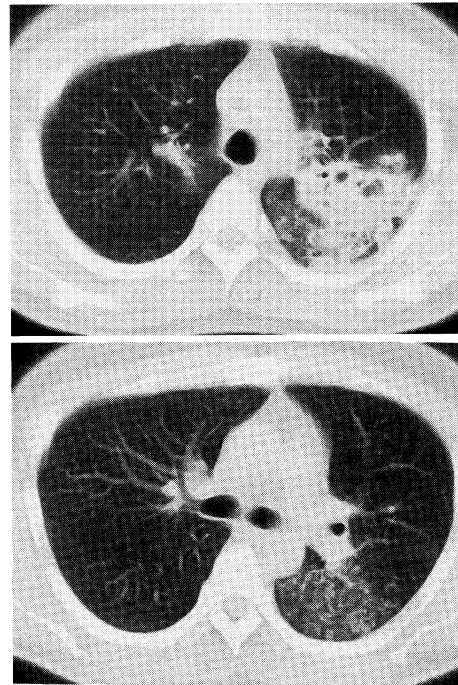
CT scan of the thorax showing cavitory tuberculosis in left S¹⁺². Note the typical appearance of a tree-in-bud pattern in S⁶.
